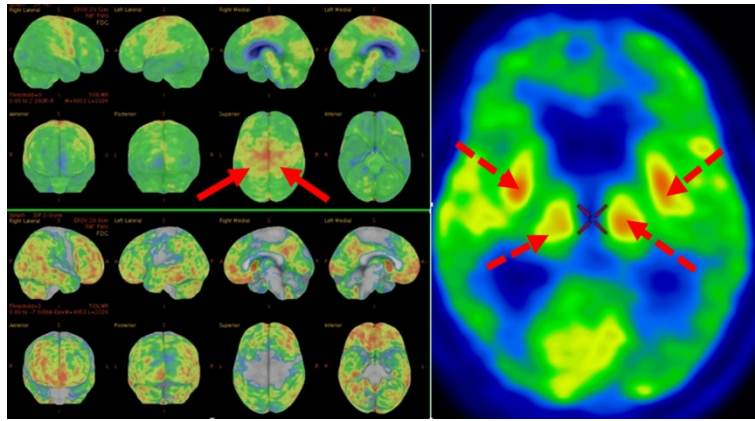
^{18}F -ФДГ ПЭТ. При анализе ПЭТ изображений с помощью метода 3D-SSP (рисунок слева) отмечен тотальный гипометаболизм глюкозы в коре больших полушарий головного мозга и мозжечка. Метаболизм глюкозы в меньшей степени снижен в сенсомоторной коре обоих полушарий головного мозга (стрелка), но сохранен (стрелка-пунктир) в базальных ядрах и зрительных буграх (рисунок справа)
